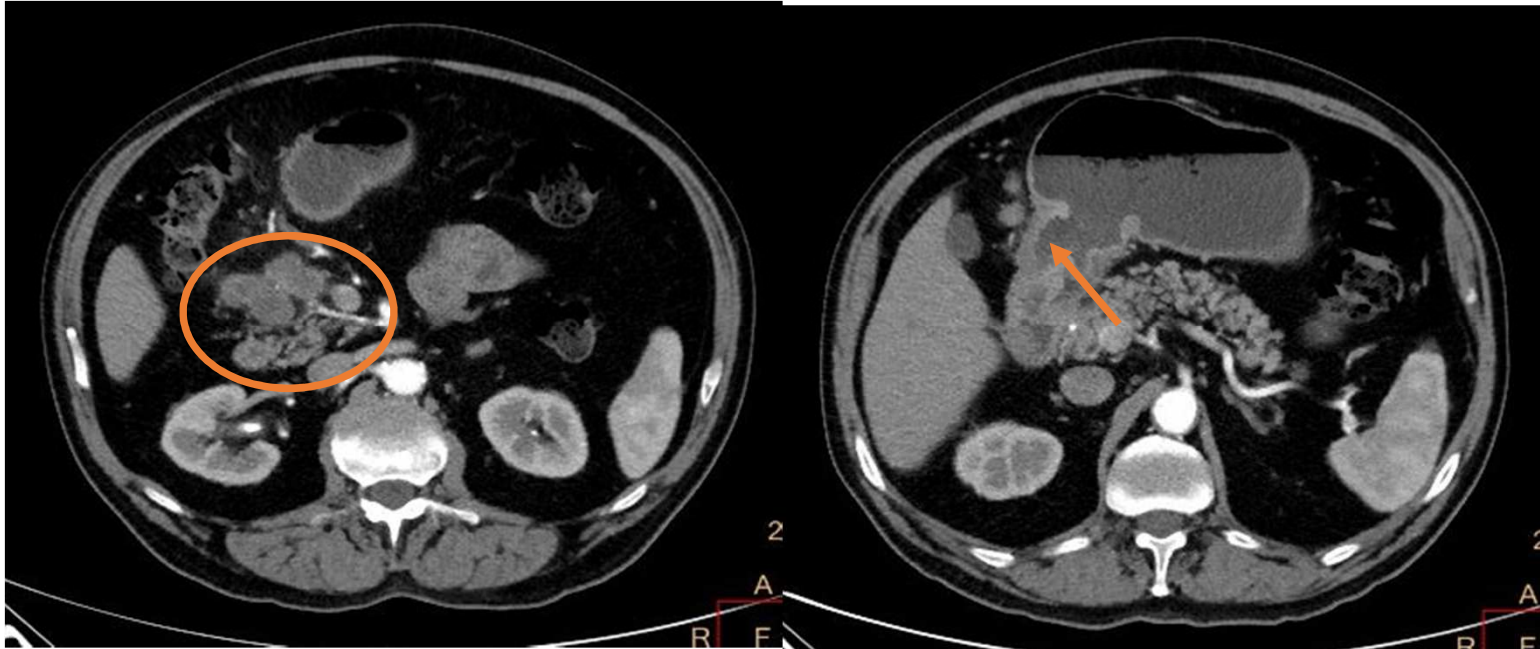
TC abdominal en fase portal en el que se identifican adenopatías de centro hipodenso y tamaño patológico adyacentes a los vasos pancreatoduodenales y peripilóricos (círculo naranja). El primario gástrico se manifiesta como un engrosamiento sutil de la pared del antro, desestructurada, pero sin masa apreciable (flecha naranja). Obsérvense los ganglios de contornos desflecados adyacentes a la lesión neoplásica.
